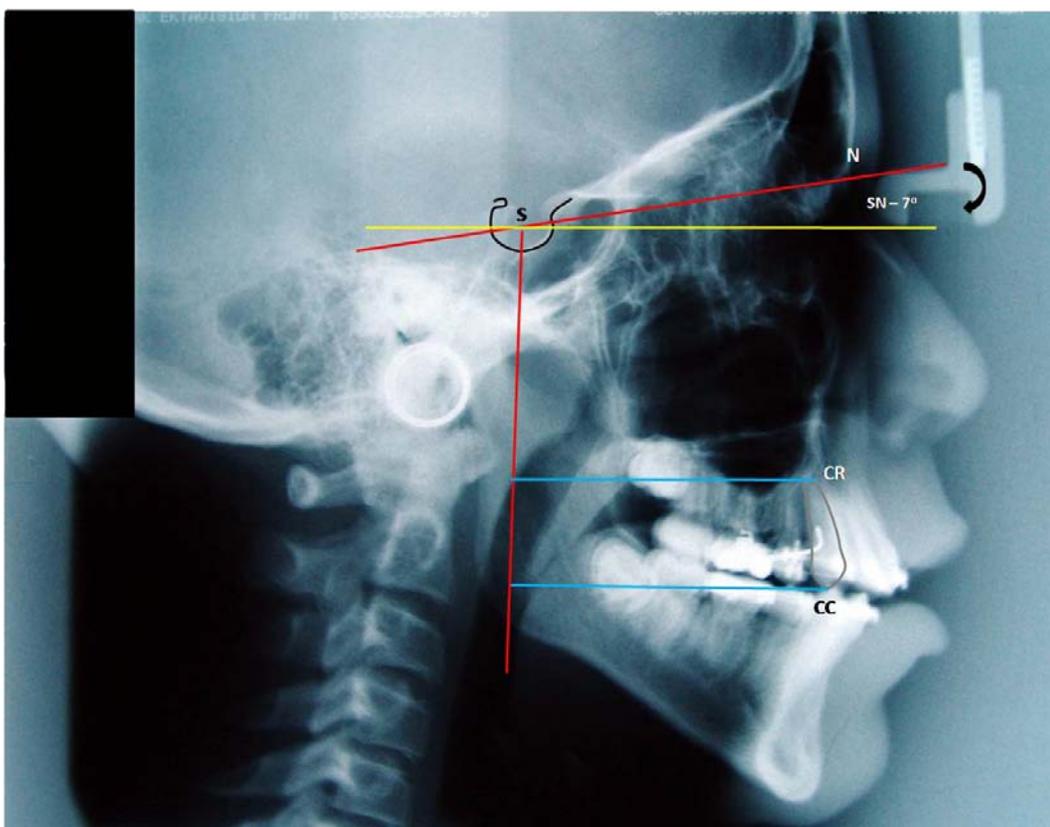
Telerradiografia mostrando os traçados necessários para a realização das medições.
